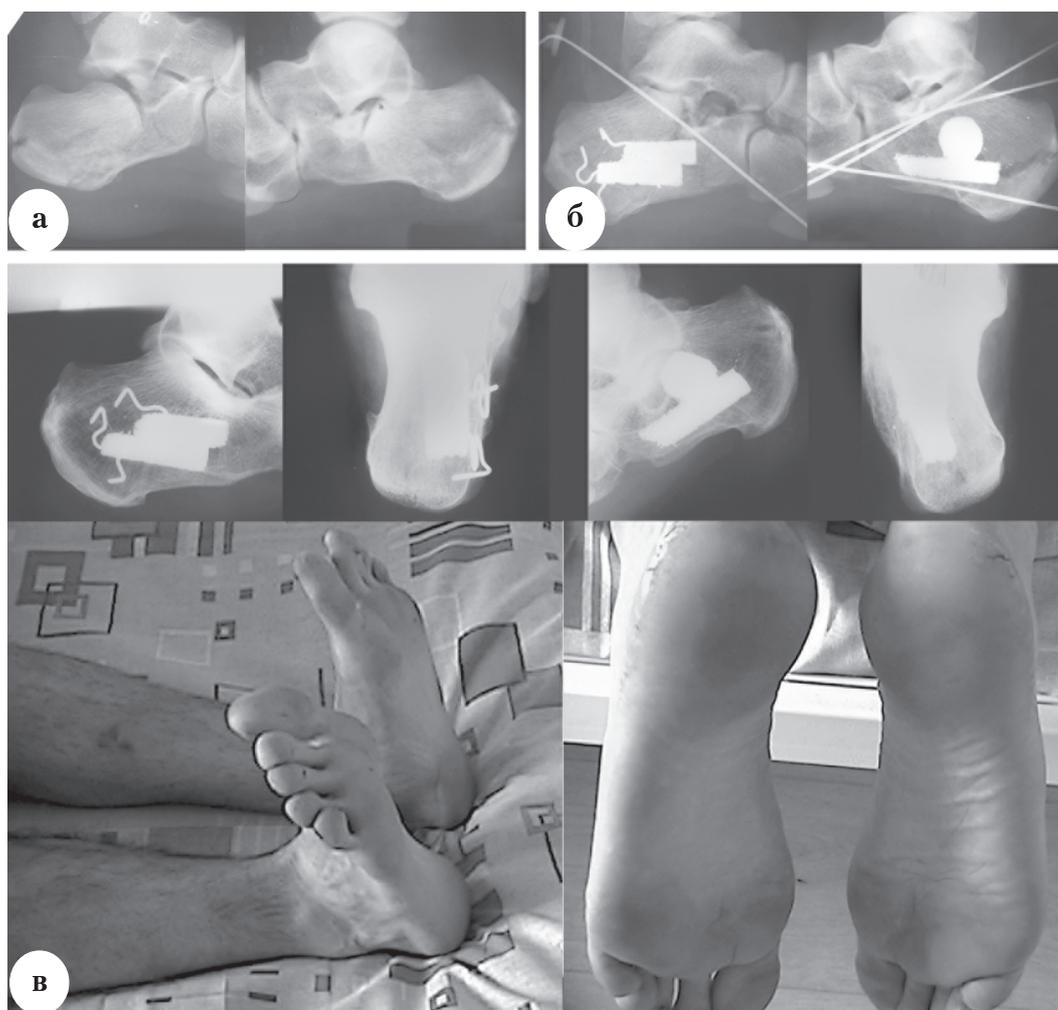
Рентгенограммы и фотографии пациента М., 25 лет, с переломами обеих пяточных костей (тип С): а – до операции; б – через 1 неделю после реконструктивной операции; в – через 8 лет после операции
